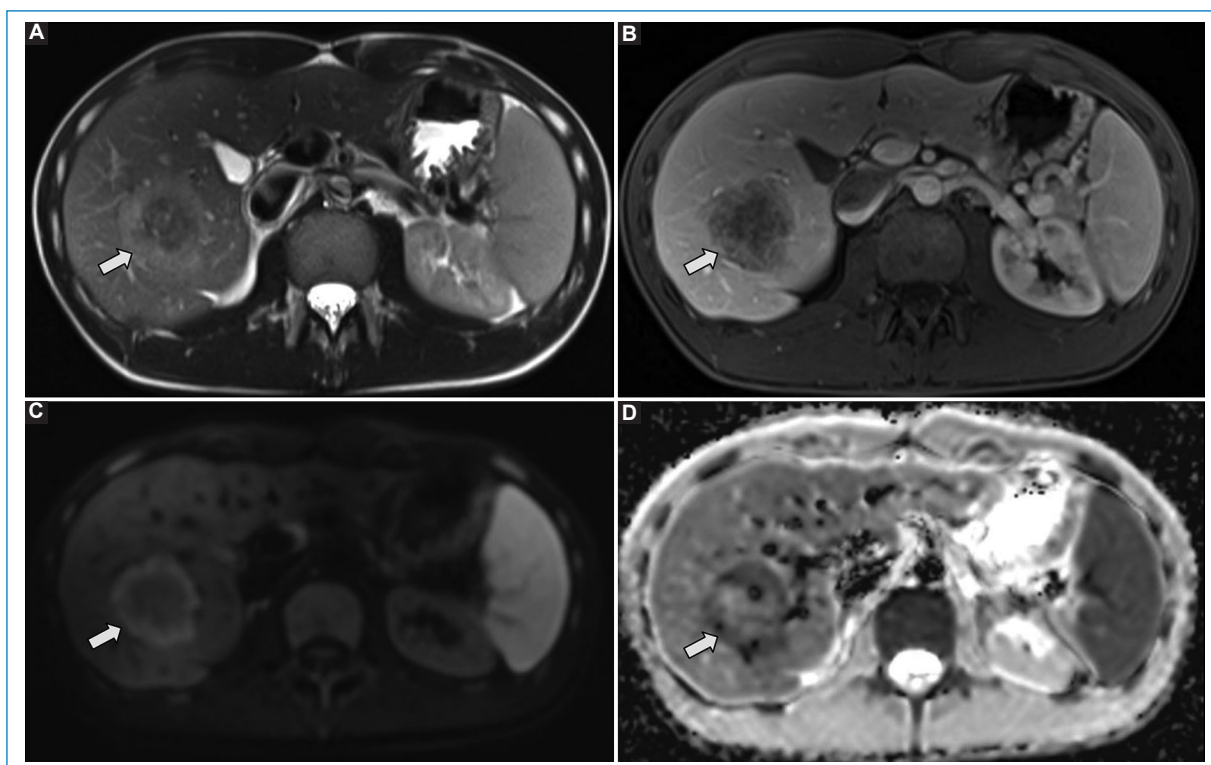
Hombre de 51 años con cáncer colorrectal. Enfermedad extraperitoneal resecable. En la RM se evidencia una lesión hepática focal en el segmento V (flecha) con señal heterogénea en las secuencias T2 (A), escaso realce irregular poscontraste (B) y restricción de predominio periférico en la secuencia de DWI-mapa de ADC (C y D), compatible con una única metástasis hepática potencialmente resecable.
